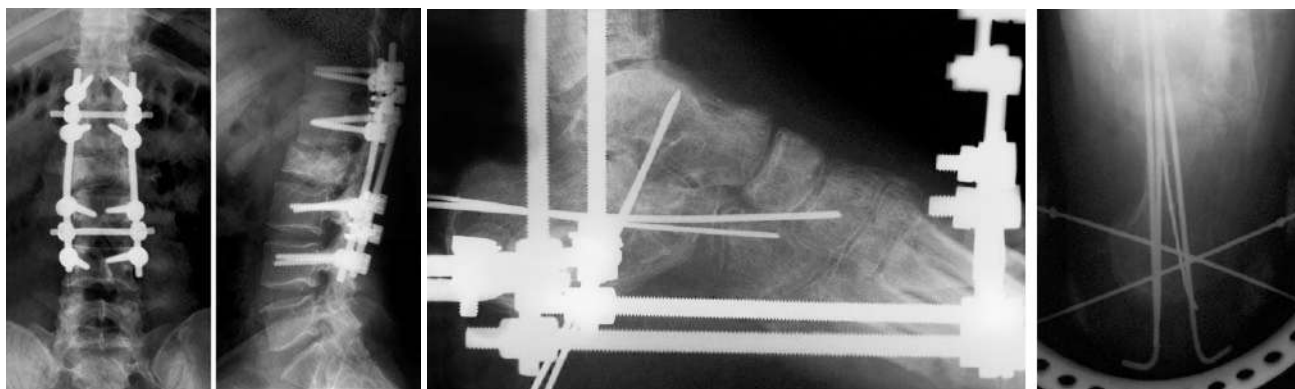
Фотовідбитки рентгенограм хребта і стопи після операції
